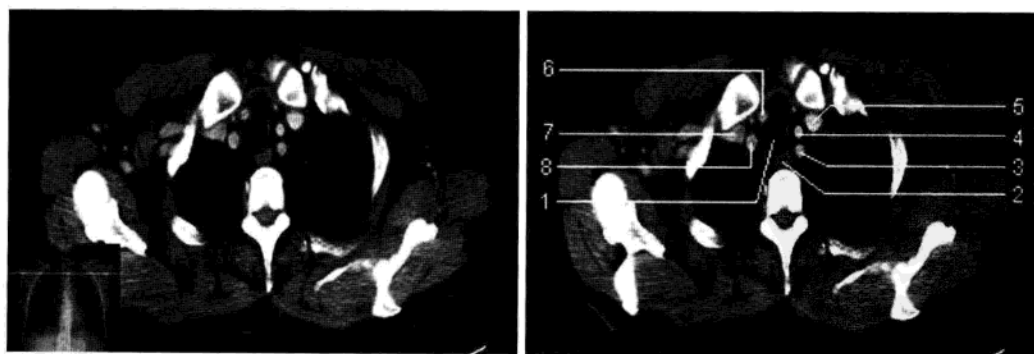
胸骨切迹层面（增强 CT 图像）
